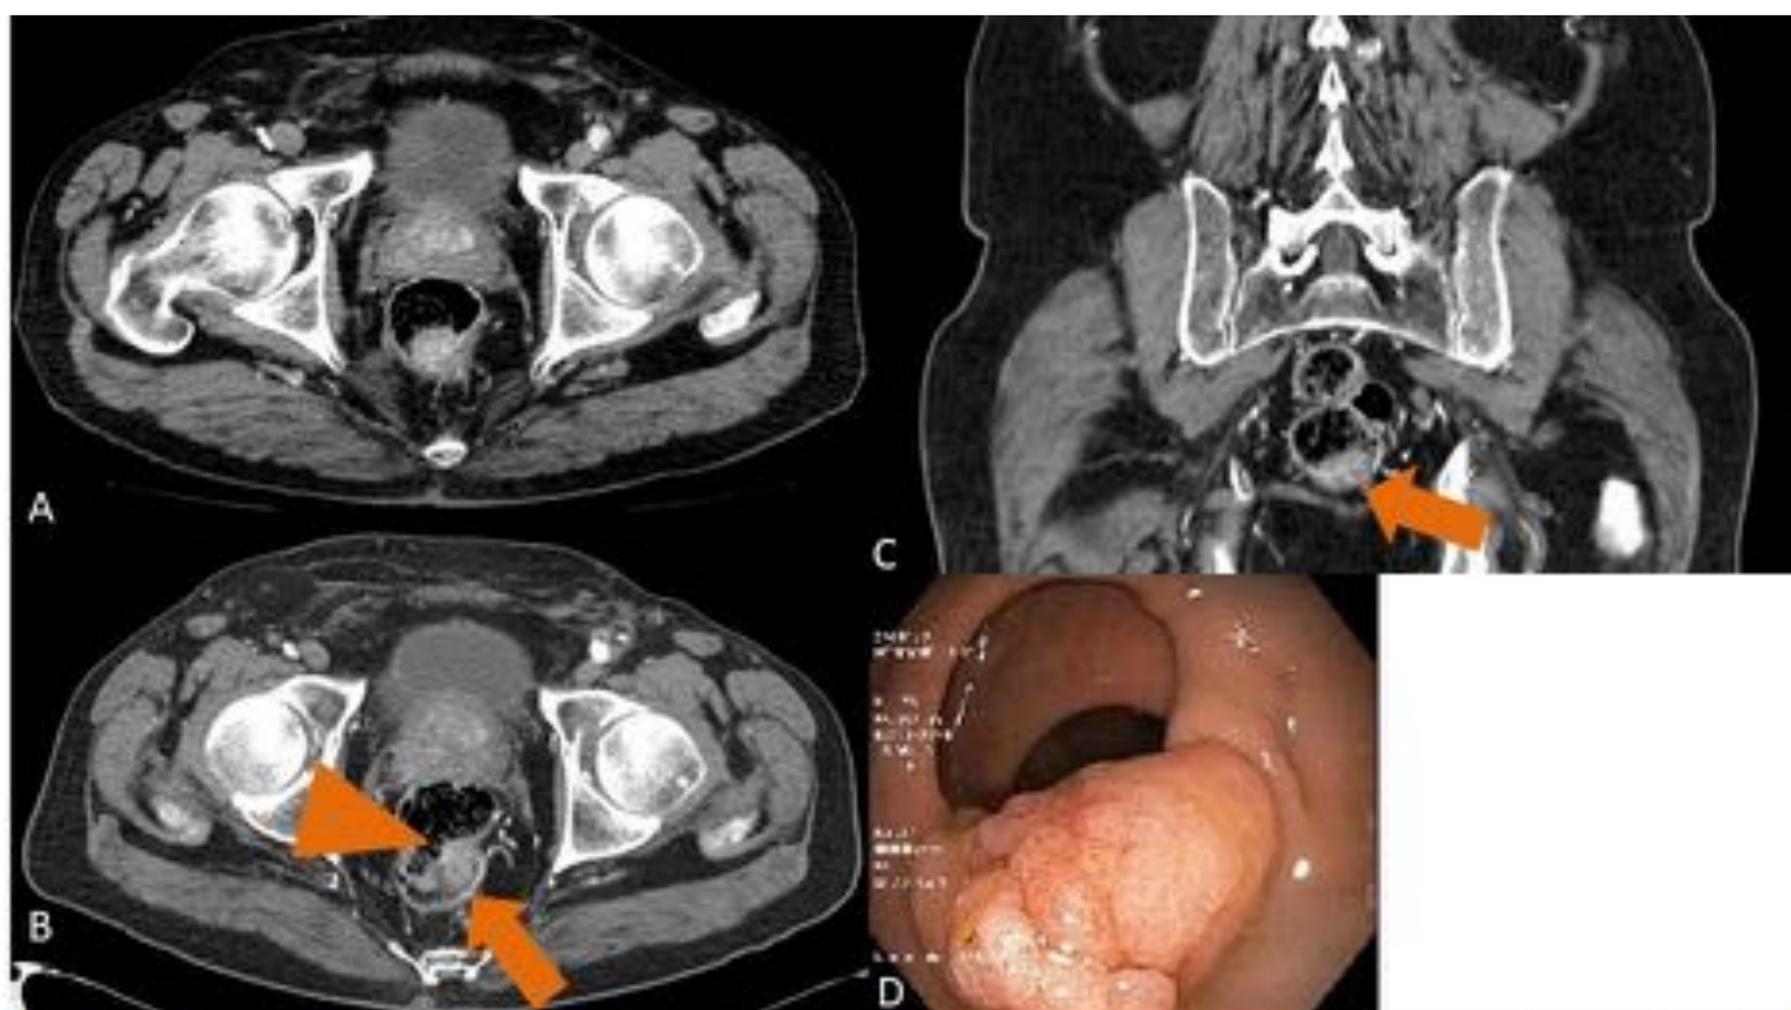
Mujer de 74 años con adenocarcinoma de endometrio tratado con radioterapia, se realiza TC abdominal de control. En las proyecciones axial, A, y coronal, B, se identifica un pólipo en el sigma distal (*flecha*), que corresponde con un sutil engrosamiento de la pared de aspecto nodular. Se llevó a cabo la colonoscopia y la AP demostró un adenoma tubular.
